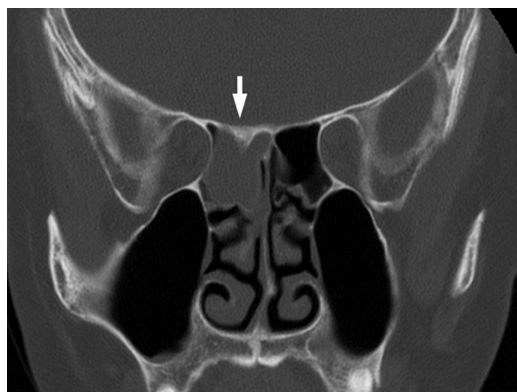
Immagine TC frontale di un papilloma invertito.
